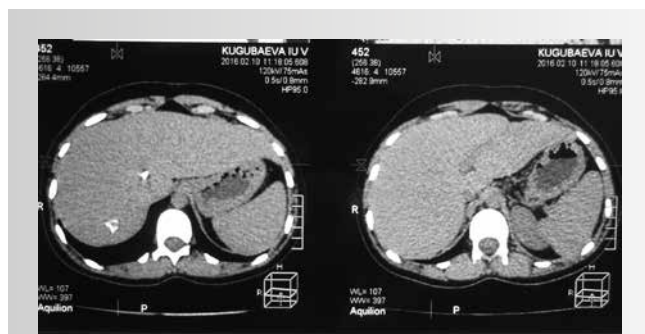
КТ ОБП пациентки К. через 3 года от начала терапии
